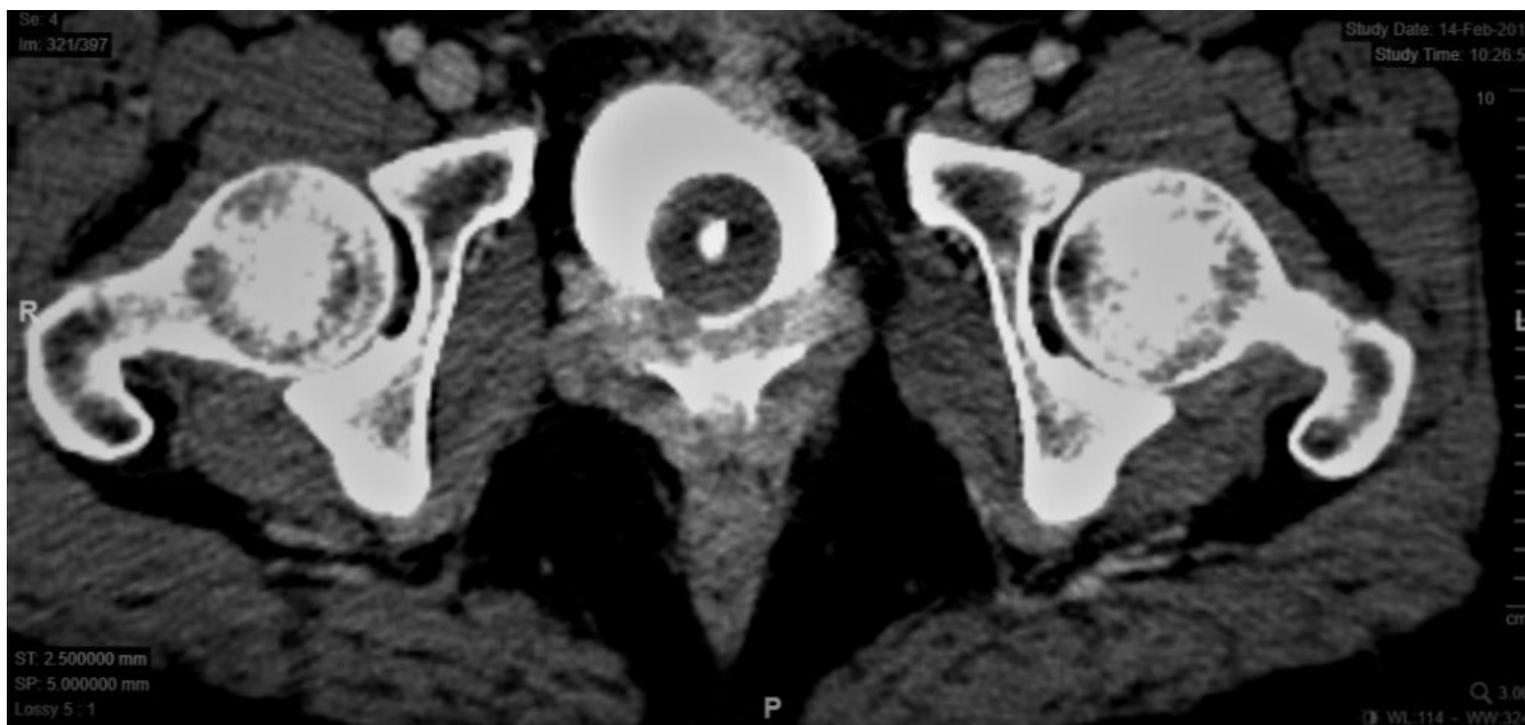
Aspecto de una fístula vesicovaginal al TAC con contraste de llenado por la sonda uretral (cistoTAC). Se observa claramente cómo contrasta la vagina
